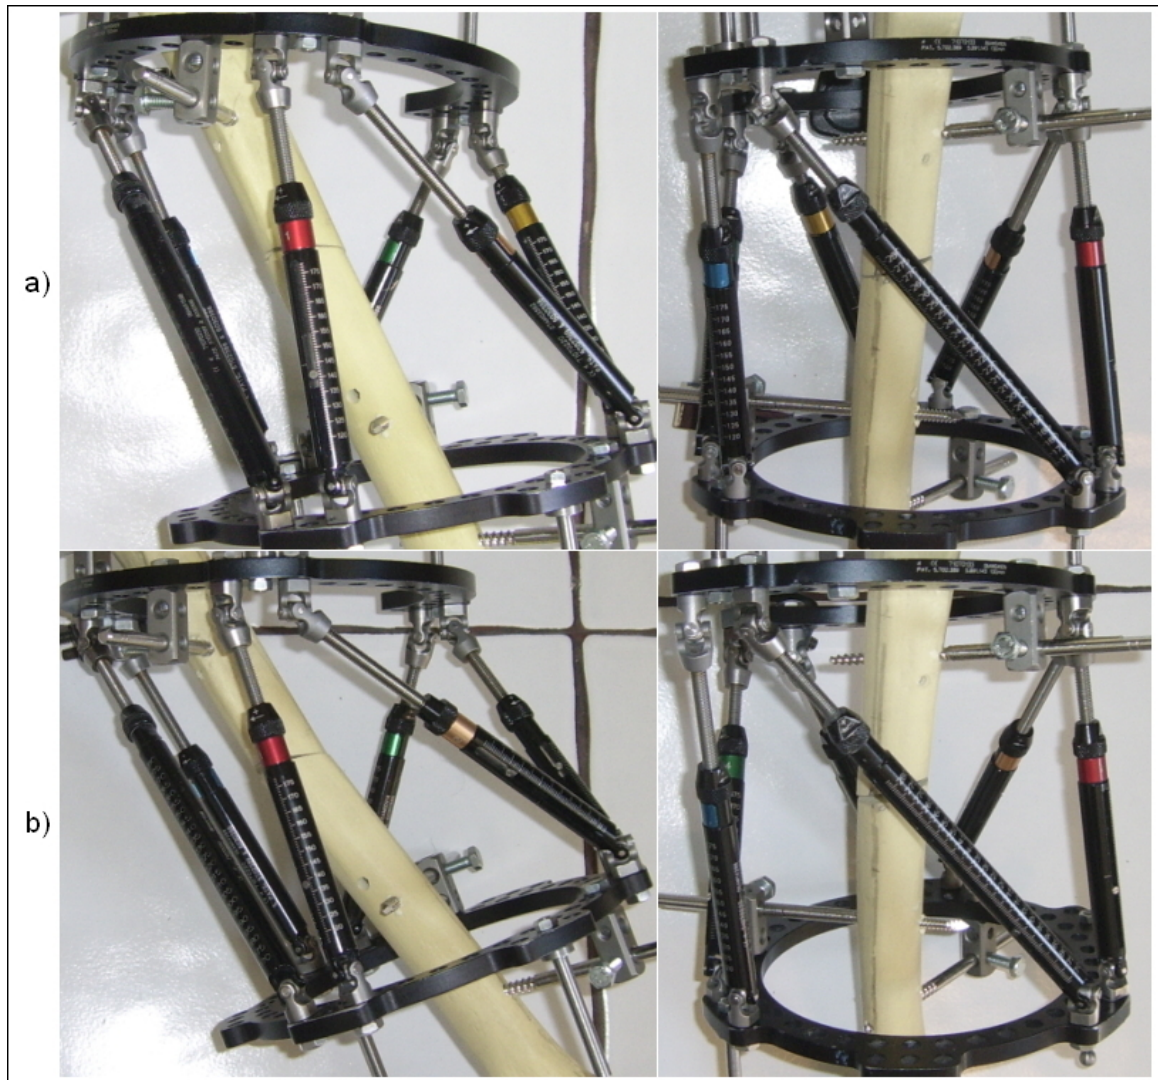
Vista AP y LAT de las dos correcciones realizadas al caso 3. La planificación realizada con las radiografías AP-LAT y con las AP-Oblicua (dieron el mismo resultado) se muestra en a). La planificación con las vistas Lateral-Oblicua se muestra en b). En esta última $\phi = 171.8^\circ$ lo cual produjo un gran error de angulación final.
